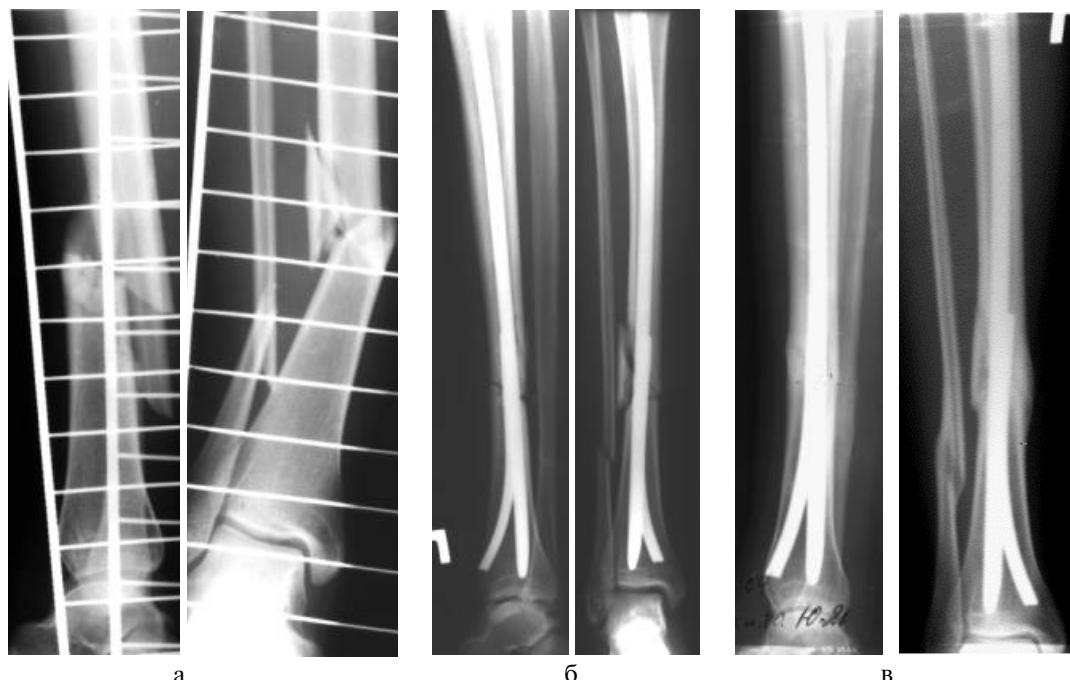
Рентгенограммы левой голени больной К., 18 лет: а – после перелома; б – после операции; в – спустя 13 месяцев, сращение.
